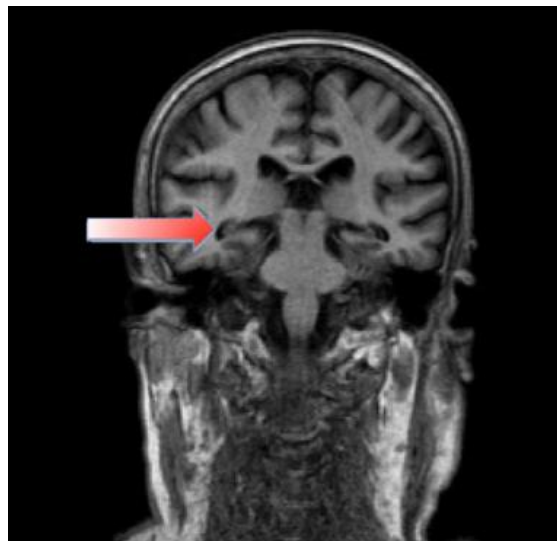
IRM (coupe coronale) montrant une atrophie de l'hippocampe chez patient atteint de la maladie d'Alzheimer (31)
